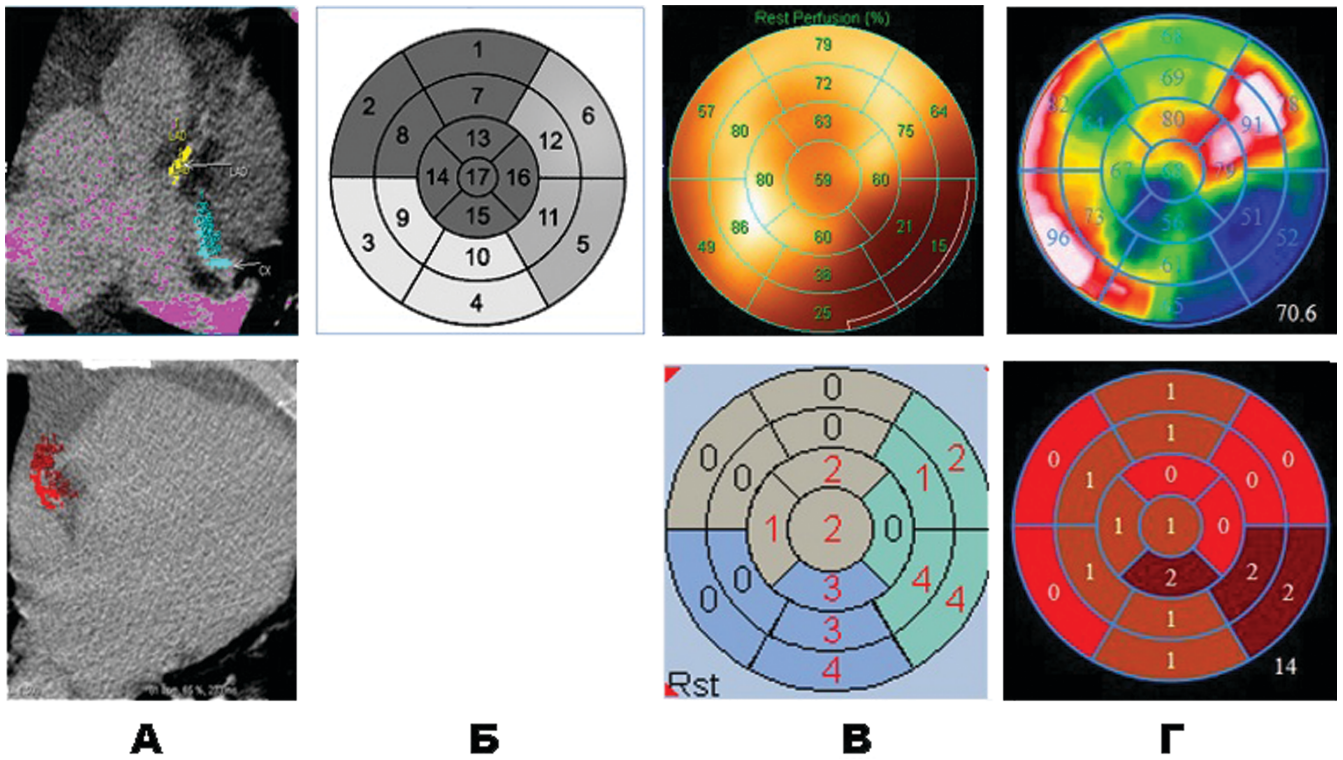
Изображение кальцинированных коронарных артерий при РКТ (ряд А), нарушения перфузии миокарда в процентах и баллах при ОФЭКТ/КТ после внутривенного введения ^{99m}Tc-технетрила (ряд В), нарушение метаболизма глюкозы миокарда в процентах и баллах при ПЭТ/КТ после внутривенного введения ¹⁸F-фтордезоксиглюкозы (ряд Г) у пациента Л.С.Н. 47 лет; схемы полярной карты левого желудочка с номерами сегментов (Б)
